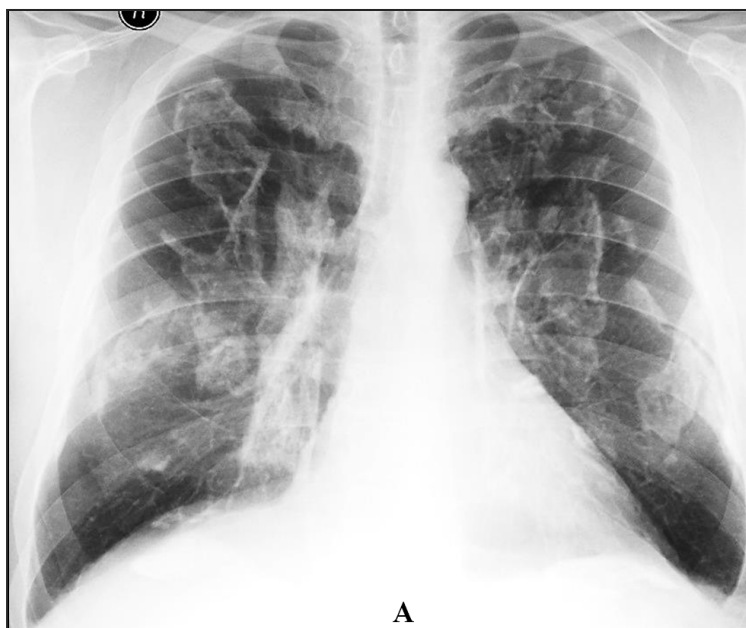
Асбестоз плевры. Обзорные рентгенограммы во фронтальной (А) и правой боковой проекциях (Б). С обеих сторон определяются массивные плоские кальцинированные скопления в плевральных листках (костальная, диафрагмальная и междолевая). На этапах первичных рентгенографических исследований данные изменения трактовались как легочный фиброз.
